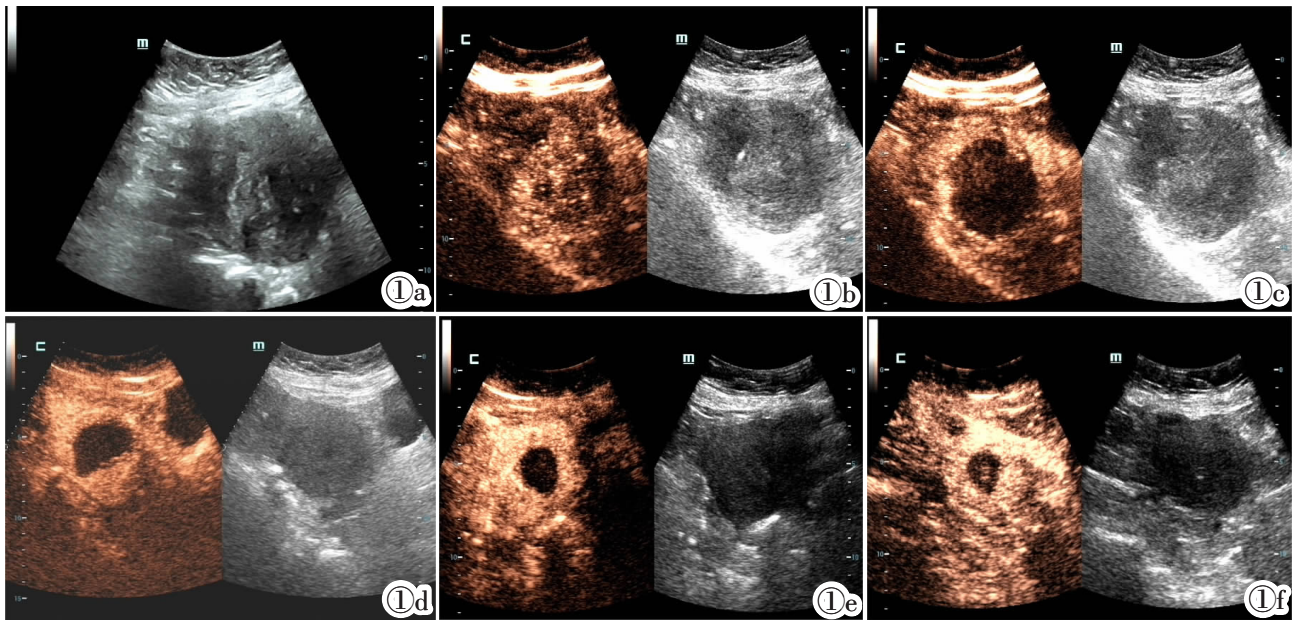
微波消融术前、后子宫超声造影图像。图 1a: 为一名子宫腺肌病患者在消融前的子宫灰阶超声图像, 子宫后壁回声粗糙, 大小约为 $6.2\text{ cm}\times 4.7\text{ cm}\times 4.2\text{ cm}$ 。图 1b: 为消融前子宫超声造影图像, 子宫肌层造影剂分布不均匀, 呈低增强, 边界不清楚。图 1c: 为消融术后 5 min 子宫超声造影图像, 无灌注区即坏死组织, 大小为 $5.2\text{ cm}\times 4.6\text{ cm}\times 3.8\text{ cm}$ 。图 1d: 为术后 1 月随访子宫超声造影图像, 无灌注区大小为 $4.5\text{ cm}\times 3.8\text{ cm}\times 2.8\text{ cm}$ 。图 1e: 为术后 3 月随访子宫超声造影图像, 无灌注区大小为 $3.7\text{ cm}\times 2.5\text{ cm}\times 2.3\text{ cm}$ 。图 1f: 为术后 6 月随访子宫超声造影图像, 无灌注区大小为 $3.5\text{ cm}\times 2.1\text{ cm}\times 1.9\text{ cm}$ 。
